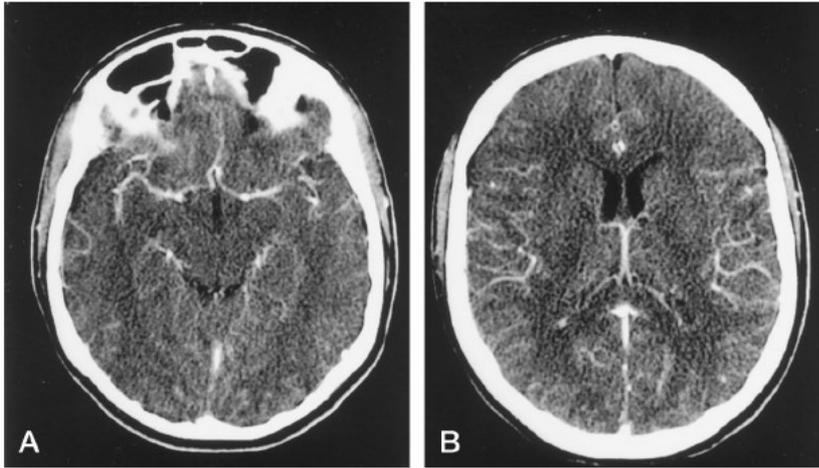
Spiral CT: first phase in a healthy adult.
